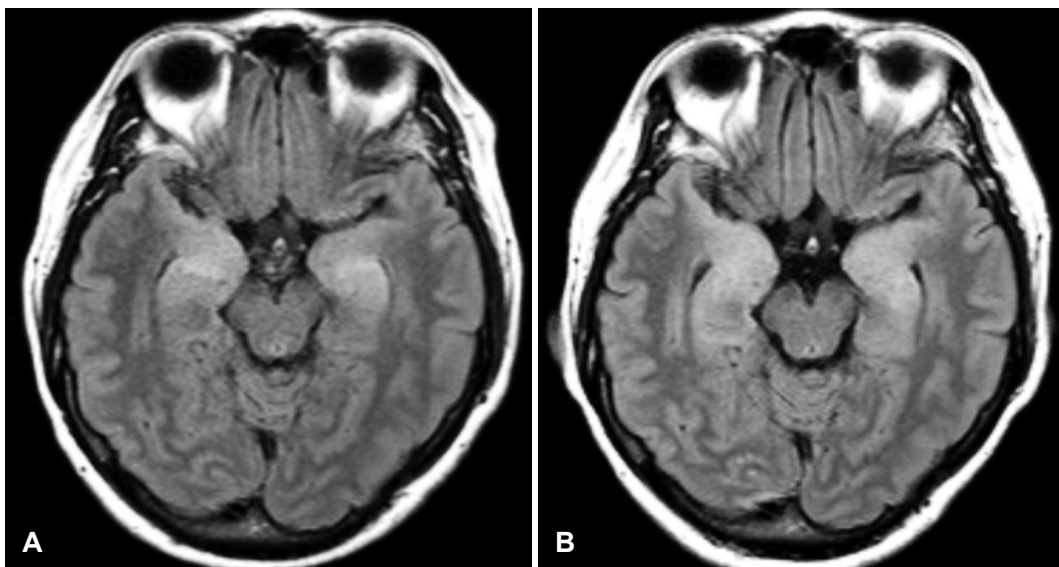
(A) Initial brain MRI (2019-03-15), (B) Brain MRI after diagnosis of LGI1 encephalitis (2019-05-23) Suspicious of internal more prominent T2/FLAIR high signal intensities with gyral swelling at bilateral mesial temporal lobes.
